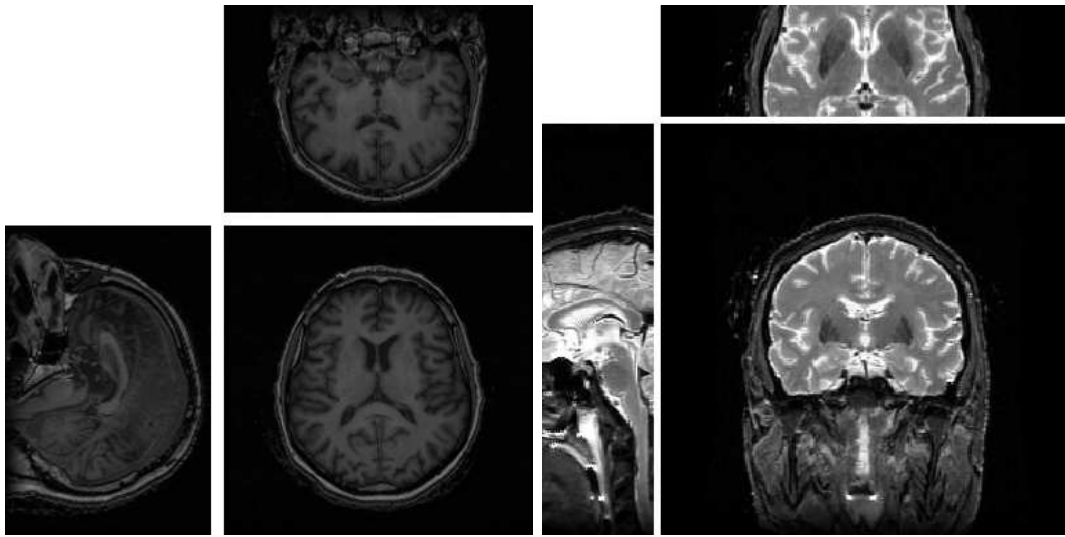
A gauche : acquisition IRM axiale post mortem pondérée en T1 ; à droite : acquisition IRM coronale post mortem pondérée en T2*
